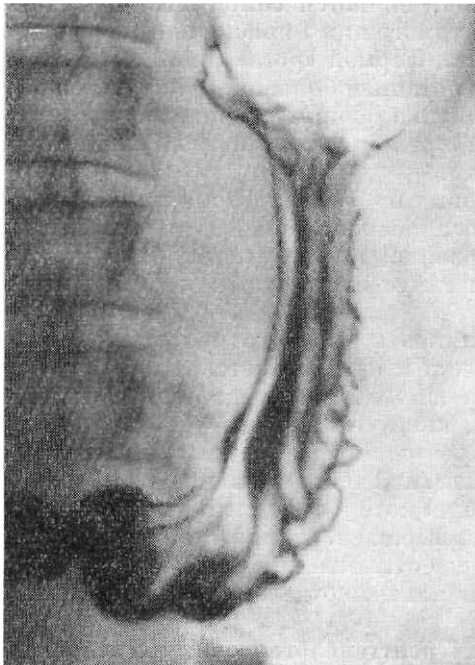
Рентгенограмма желудка в прямой передней проекции. Обычная форма продольно расположенного желудка. Магистральный тип рельефа слизистой оболочки.
